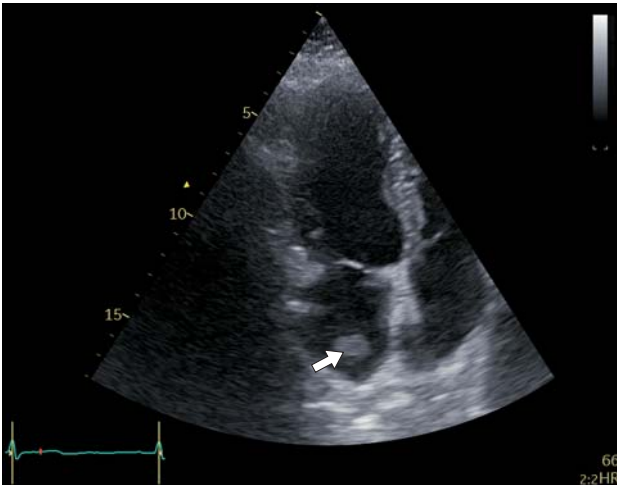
Двухмерная эхокардиограмма в апикальной четырехкамерной позиции в систолу желудочков. В левом предсердии визуализируется дополнительное округлое эхопозитивное образование (показано стрелкой).
